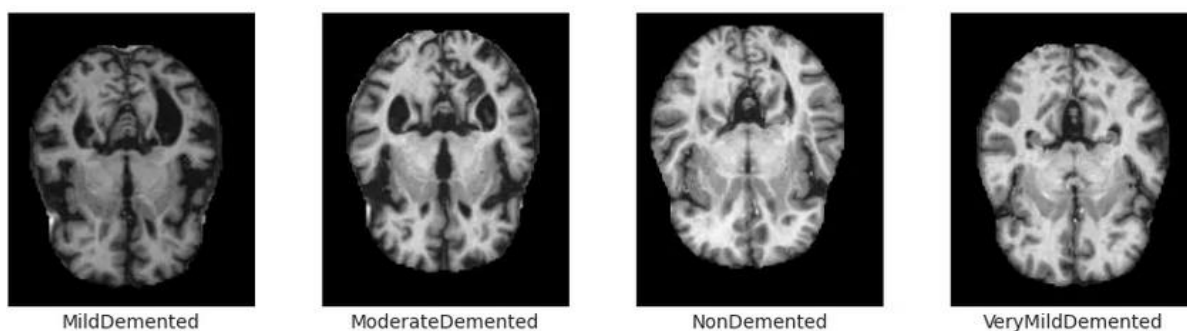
Класи МРТ-зображень
